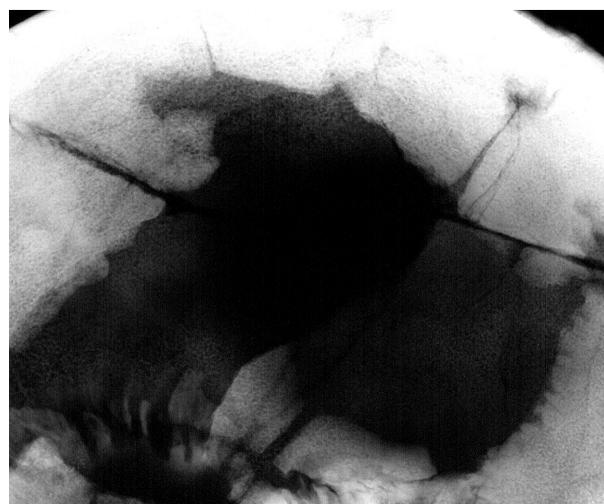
Sion, Petit-Chasseur III, Schädelkalotte des 25- bis 35jährigen Mannes aus Dolmen MXII H15-209. Eine gewisse Verrundung der Wundränder im Röntgenbild spricht für eine überlebte Behandlung.
